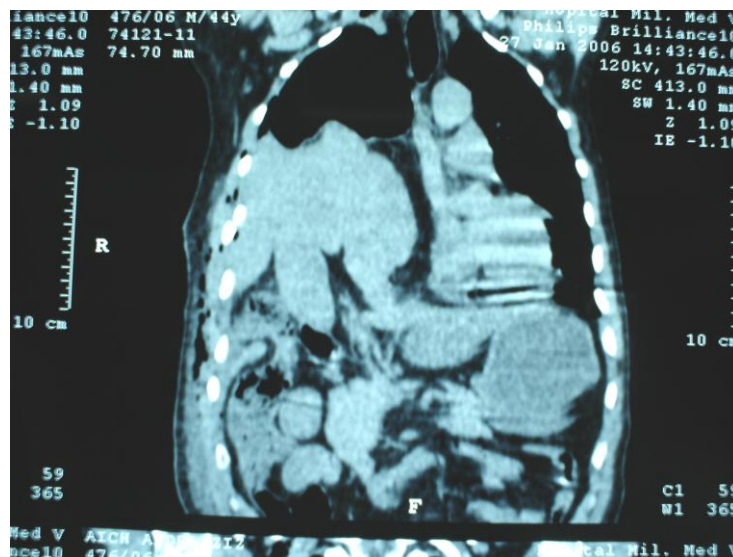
coupe TDM montrant l'hernie du foie et colon en intrathoracique
